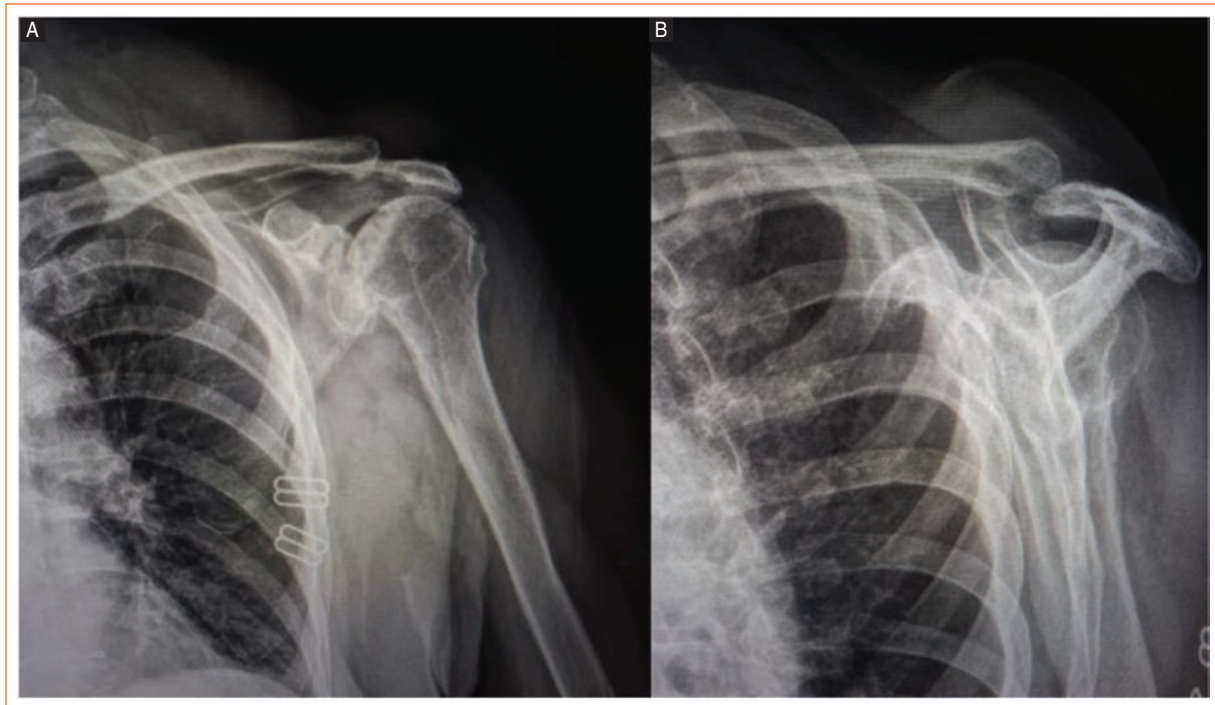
A-B: anteroposterior and scapular “Y” plain radiographs, demonstrating degenerative changes of the ACJ. A proximal humeral head migration is also noted.
